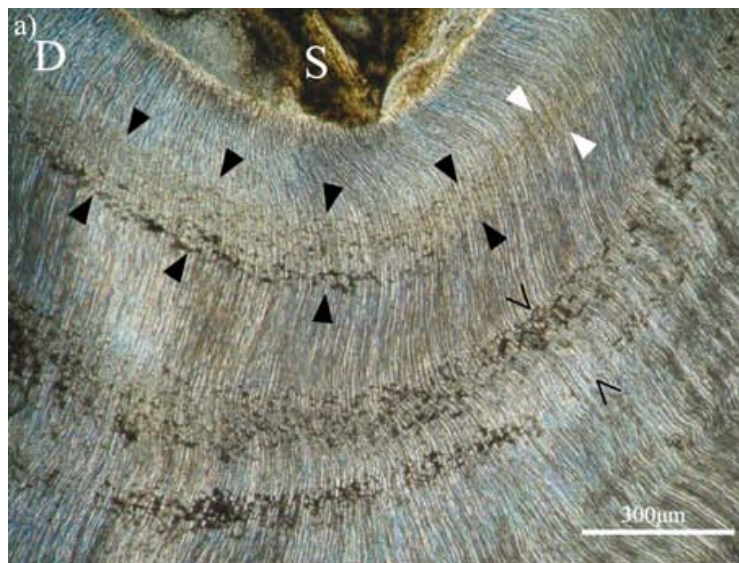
a) Mikrofotographie des Dentins im Phasenkontrast (4. Prämolare, unterhalb des Infundibulum). ALPI's (▷) setzen sich fort mit IGD (▶). Dentinkanälchen verlaufen durch das IGD (>). b) Mikroradiographie des 4. Prämolaren. IGD (▶) ist wenig mineralisiert, globuläre Struktur der Kalkospheriten ist erkennbar. ALPI's (▷) setzen sich fort mit IGD (▶). c) IGD im REM (BSE Modus). Globuläre Struktur der nicht fusionierten Kalkospheriten ist erkennbar (▷), um diese ist kein Mineral vorhanden. Dentinkanälchen zwischen den nicht fusionierten Kalkospheriten (▶). D: Dentin, P: Pulpa, S: Schmelz, Pfeil: Schmelz-Zement-Grenze.
